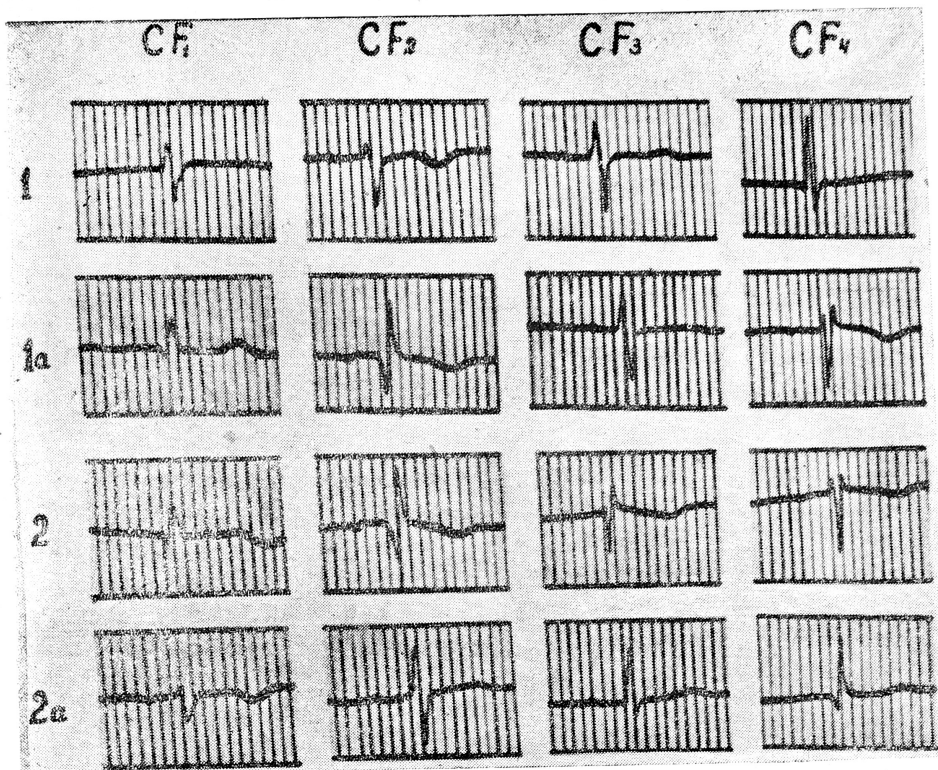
Электрокардиограмма (грудные отведения) б-ной А., 43 лет, получавшей рентгенотерапию по поводу рака шейки матки: 1 — перед первым сеансом рентгенотерапии, 1-а — после сеанса рентгенотерапии, 2 — перед вторым сеансом, 2-а — после второго сеанса
